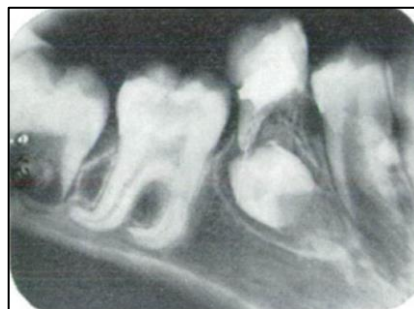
Radiographies rétro-alvéolaires d'une incisive centrale maxillaire ankylosée et d'une première molaire mandibulaire ankylosée dont les racines sont courbées, d'après J.M. Bouvet, 1978.(9)
